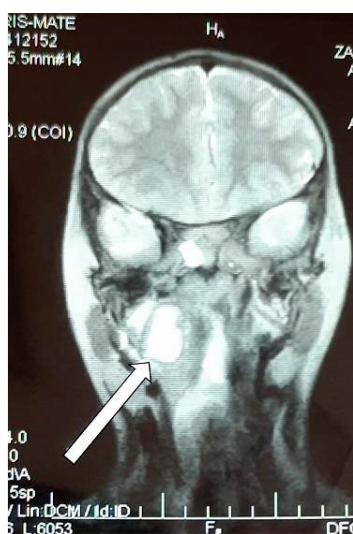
Пацієнт 3., МРТ шийного відділу хребта та головного мозку. Фронтальна проекція. Стрілкою показано правобічний рідинний утвір підвищеного МР-сигналу (абсцес), який розташований на рівні основи черепа та першого шийного хребця.
